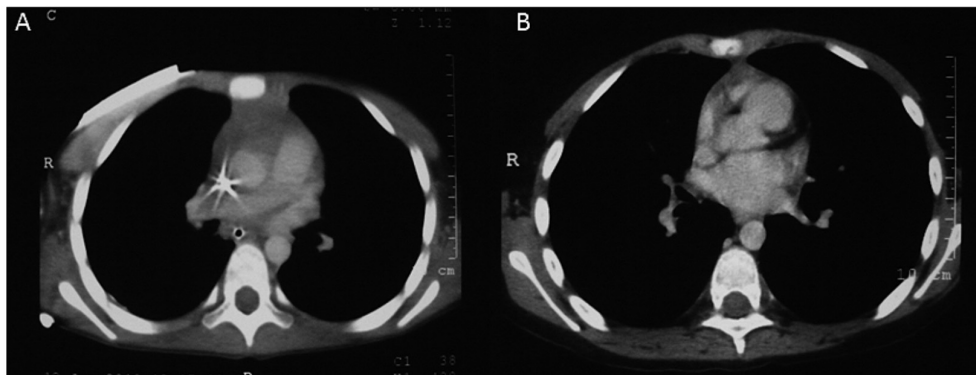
Tomografía computarizada de tórax con contraste. A) Ventana para mediastino: se observa una masa en mediastino anterior, de densidad heterogénea con algunas áreas hipodensas por posible necrosis. No se evidencia obliteración de la vena cava superior. B) Tomografía computarizada de tórax con contraste a las 72 horas de la terapia: nótese la disminución importante del tamaño de la masa de mediastino. El contorno del mediastino es normal para la edad.
